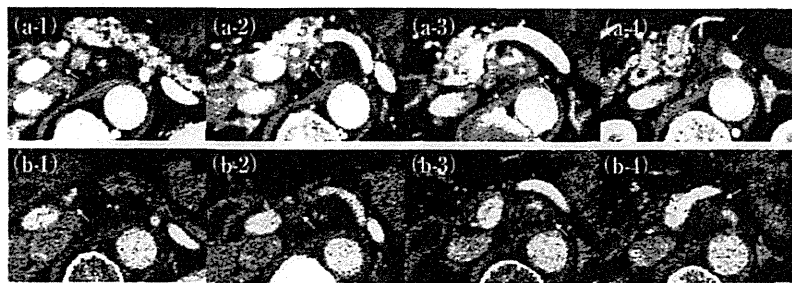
動脈相CT所見 (a: 初診時, b: 化学放射線療法後)
